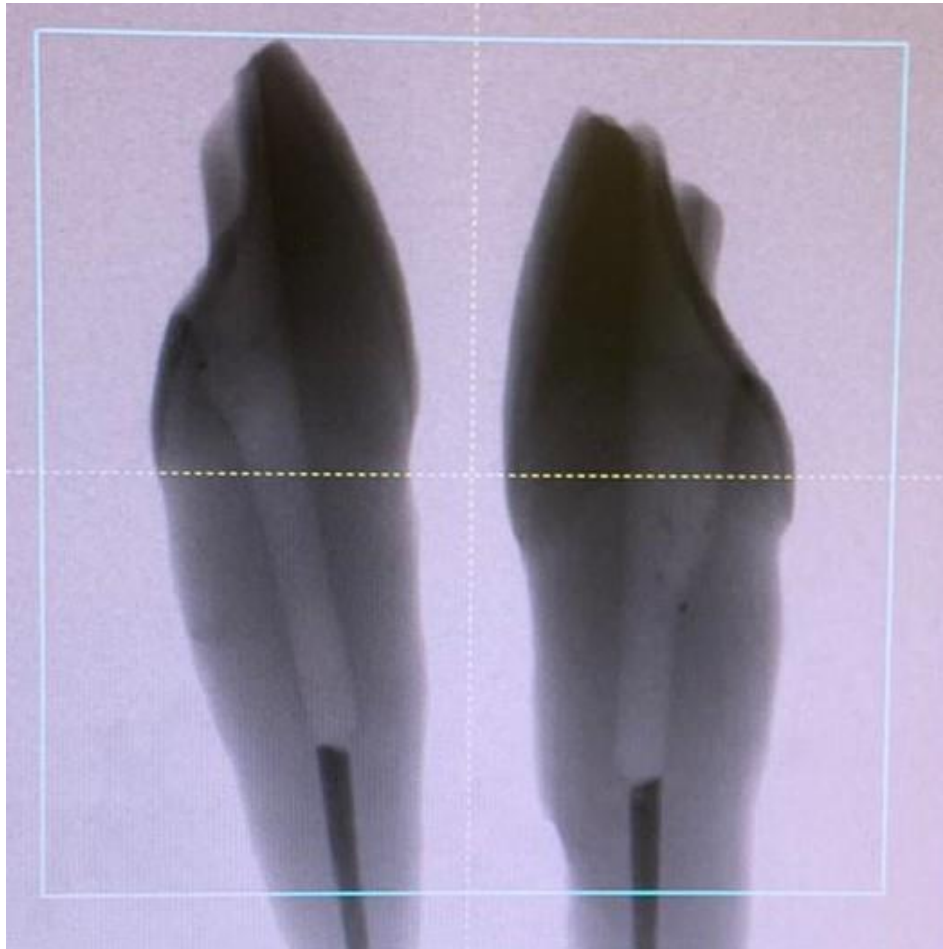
Repräsentative Mikro-CT Aufnahmeschicht zweier wurzelkanalgefüllter Zähne.
